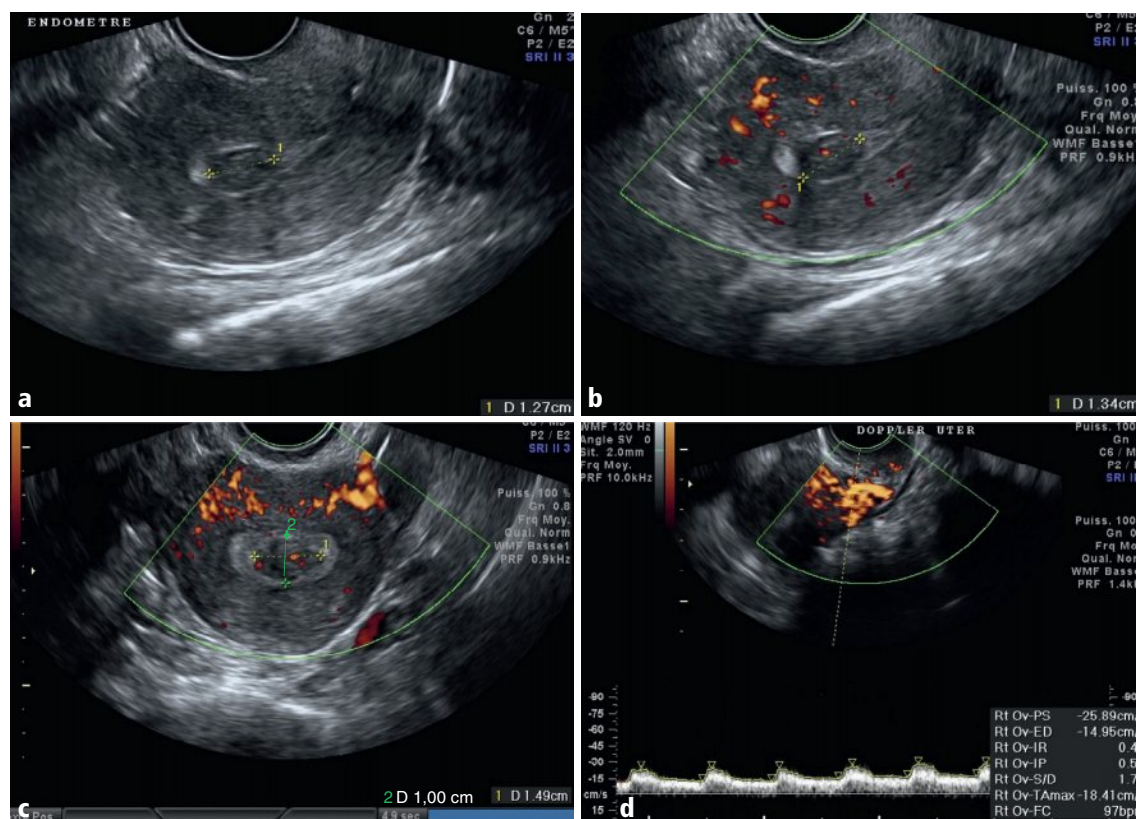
a–d Endomètre en coupe sagittale en mode B (a), en Doppler énergie (b), et en coupe axiale en Doppler énergie (c); artère utérine en Doppler pulsé (d).
